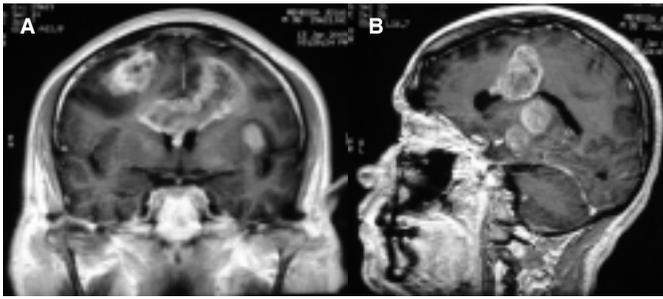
Resonancia magnética de encéfalo, ponderadas en T1 con gadolinio, corte coronal (A) y sagital (B) que muestran lesiones infiltrantes en cuerpo calloso y en ambos hemisferios cerebrales.
